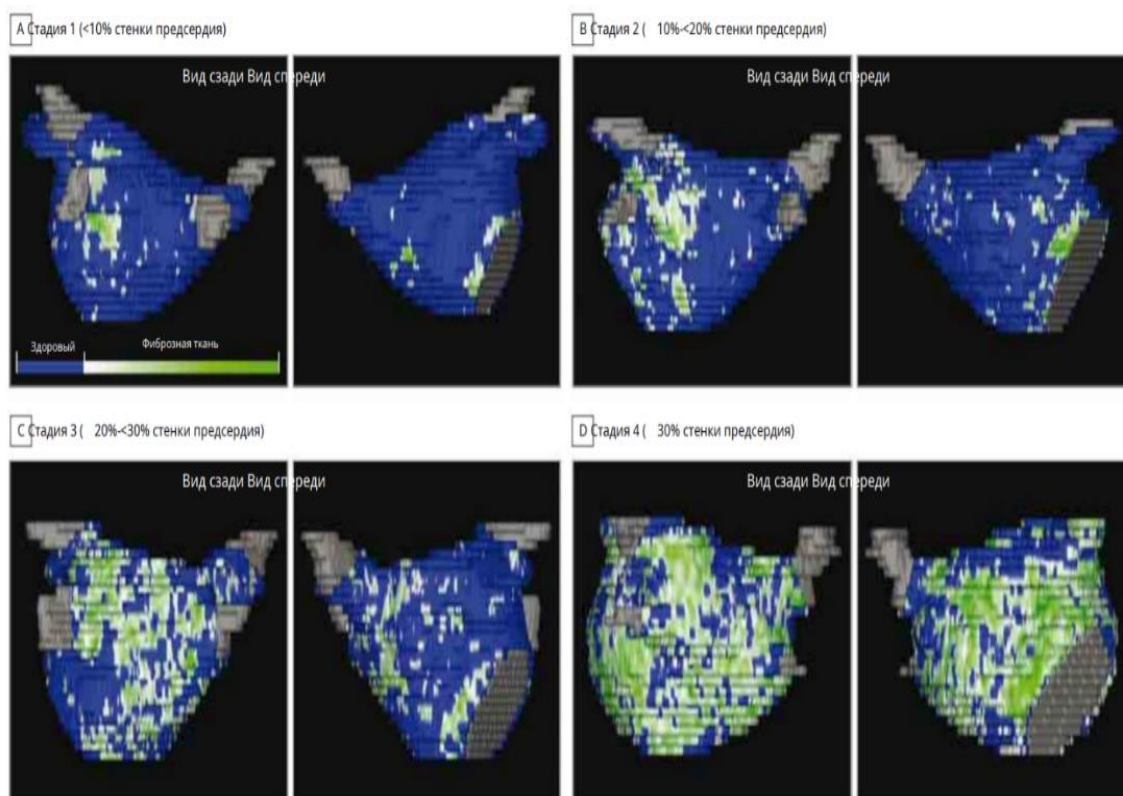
МРТ-изображения различных стадий фиброза ЛП (адаптировано из [20])
